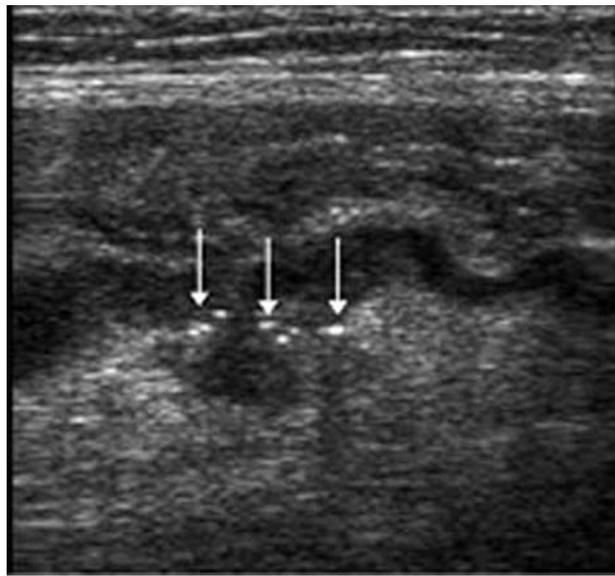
Ecografia addominale. Microperforazione di un diverticolo con piccole bolle gassose (echi brillanti) nel diverticolo e nel grasso pericolicco.
